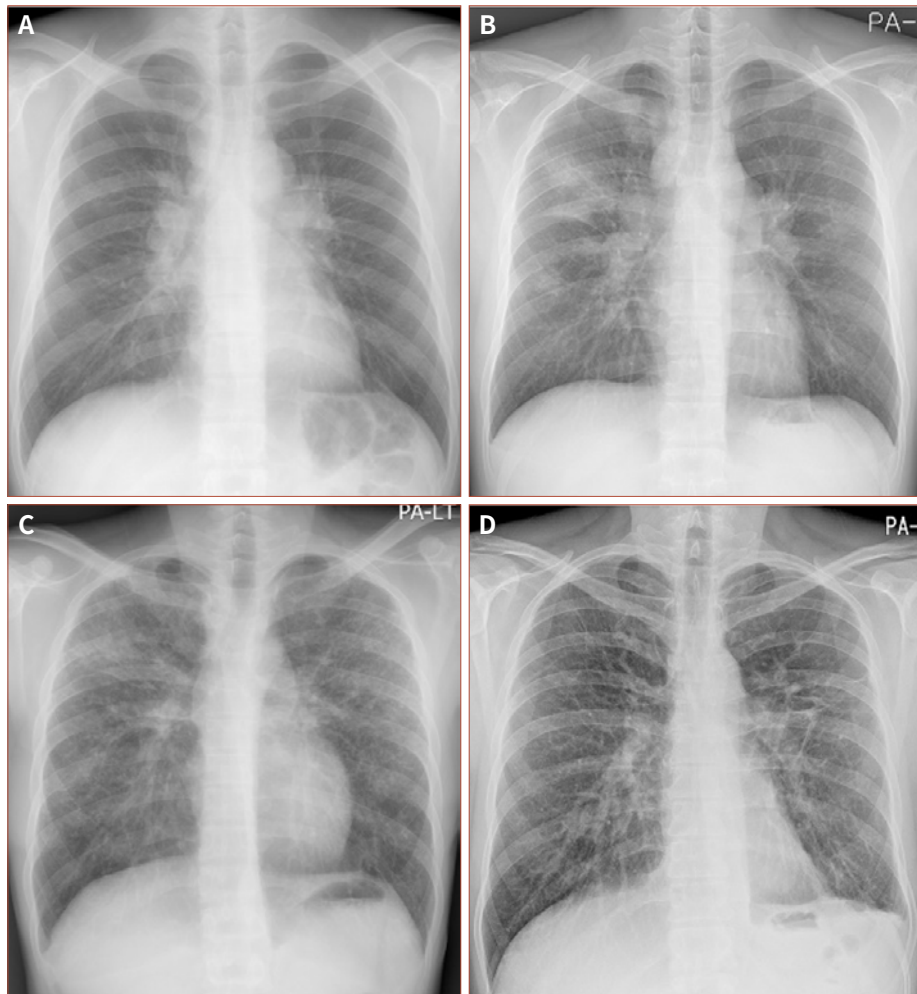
(A) Stage I sarcoidosis. Posteroanterior chest radiograph in a 31-year-old man with sarcoidosis shows symmetric both paratracheal and hilar lymph node enlargement. (B) Stage II sarcoidosis. Posteroanterior chest radiograph in a 27-year-old man with sarcoidosis shows right paratracheal, aortopulmonary window, and symmetric both hilar lymph node enlargement. There are also seen pulmonary parenchymal abnormalities characterized by small nodular opacities and conglomeration of nodules with areas of consolidations involving mainly right upper and middle lung zones. (C) Stage III sarcoidosis. Posteroanterior chest radiograph in a 31-year-old man with sarcoidosis shows a diffuse bilateral reticulonodular pattern involving mainly the upper and middle lung zones. There is no evidence of mediastinal or hilar lymph node enlargement. (D) Stage IV sarcoidosis. Posteroanterior chest radiograph in a 47-year-old man with sarcoidosis shows a linear and reticular pattern involving mainly the both upper lobes. There are seen mild elevation of the hila and distortion of the lung architecture characteristic of fibrosis.
